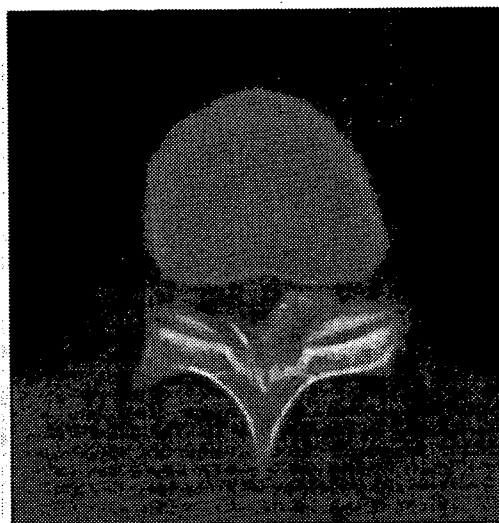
症例 2 の胸椎単純 CT 像（Th10/11）
